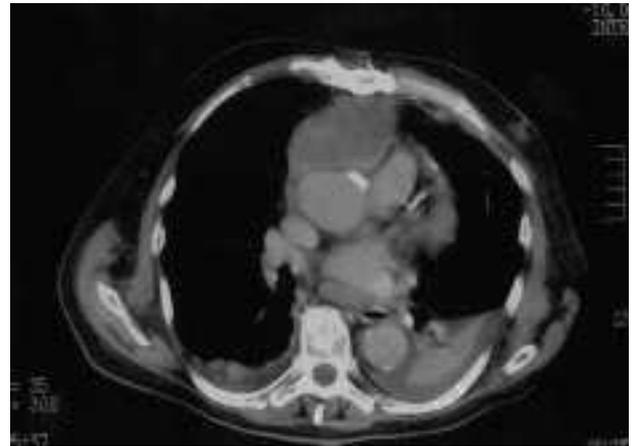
TAC torácica helicoidal con contraste en los grandes vasos. Existe una ocupación del mediastino anterior por una masa hipodensa.
